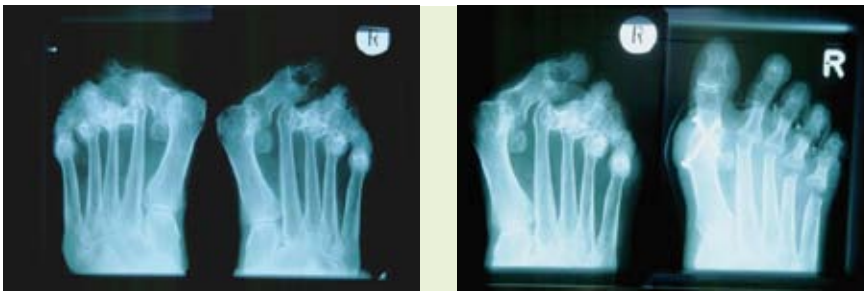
Prae – und postoperatives Röntgenbild nach Arthrodesse MTP I sowie Resektionsarthroplastiken nach Tillmann MTP II-V bei weit fortgeschrittener Destruktion (Larssen IV-V) rechts
